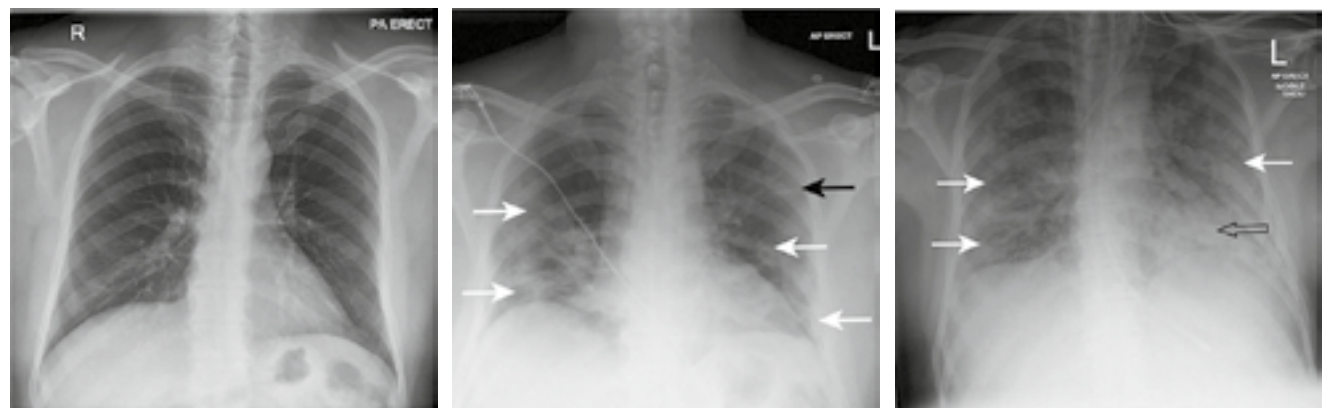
Серія рентгенограм ОГК, що відображають прогресування COVID-19-асоційованої пневмонії:
